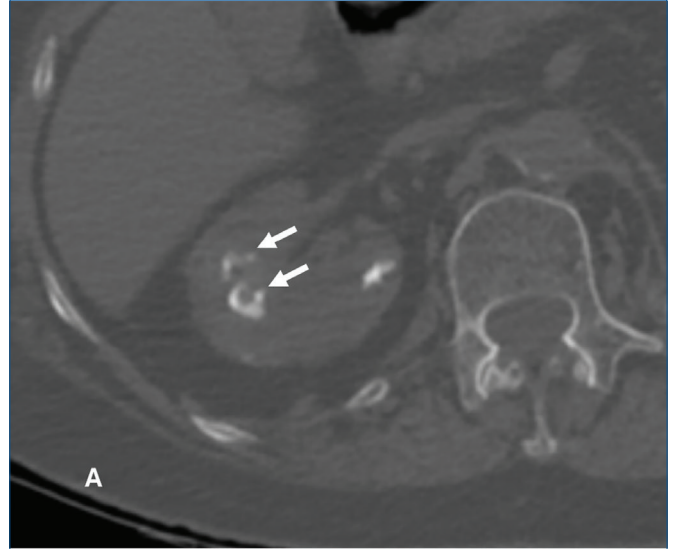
BT kesitinde sağ böbrekte kitleyi taklit eden enflamatuvar lezyon bulunmaktadır (dolu oklar). Sol böbrekte apse odakları da bulunuyor (noktalı oklar).
